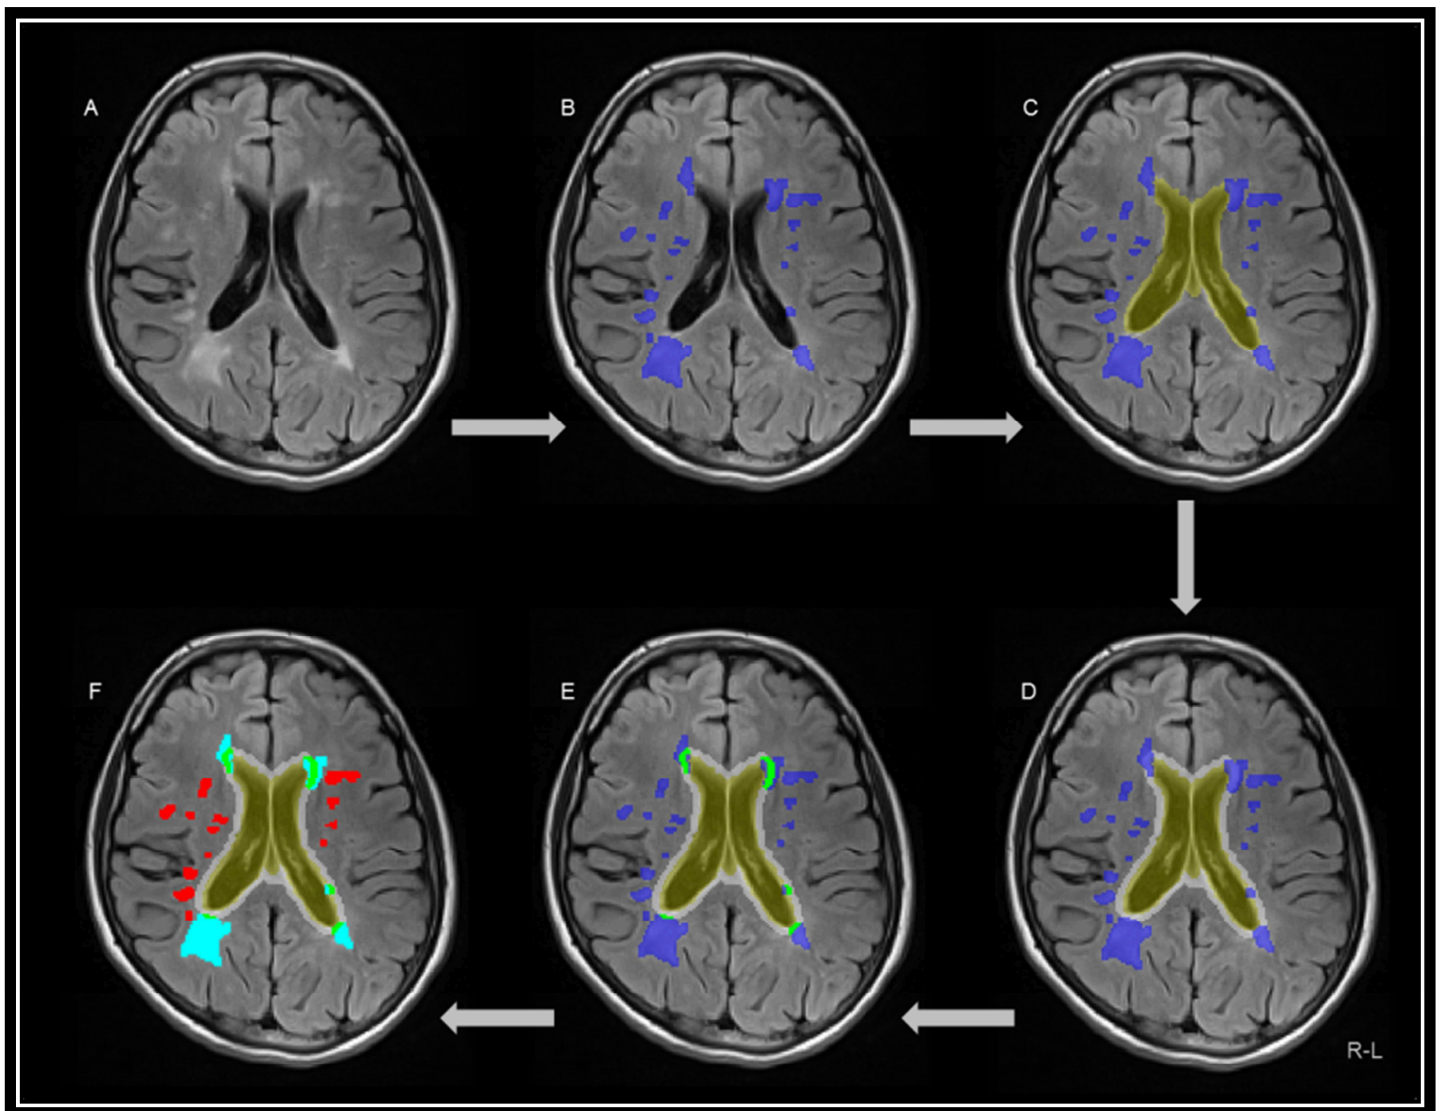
Arbeitsschritte zur Ermittlung der PV-LL%. (A) Ausgewählte, axiale T2-gewichtete FLAIR Aufnahme einer Patientin beziehungsweise eines Patienten; (B) Halbautomatisch generierte Läsionsmaske (blau); (C) Ventrikelmaske (gelb); (D) Erweiterte Ventrikelgrenze (weiß); (E) Läsionen innerhalb der erweiterten Ventrikelgrenze werden als periventrikulär klassifiziert (grün); (F) periventrikuläre (hellblau) und nicht-periventrikuläre (rot) Läsionen. FLAIR = fluid attenuated inversion recovery. (Jehna et al. 2015)
